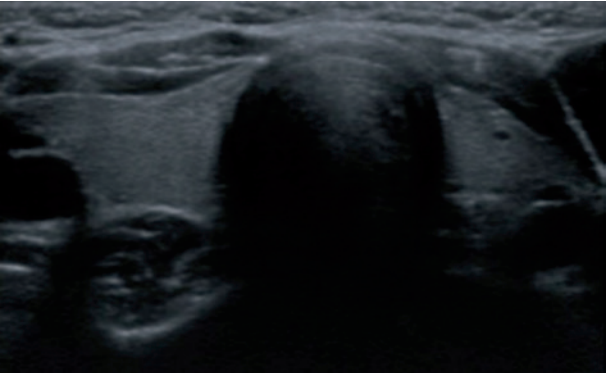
Vergleich zwischen einer sonografisch unauffälligen Schilddrüse (oben) und einer Schilddrüse mit Hashimoto-Thyreoiditis (unten)
